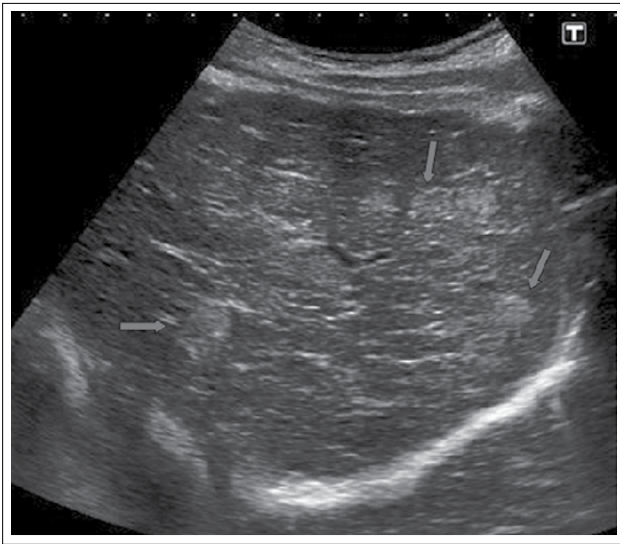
Эхограмма печени ребенка с тирозинемией 1-го типа (традиционное УЗИ-исследование)
